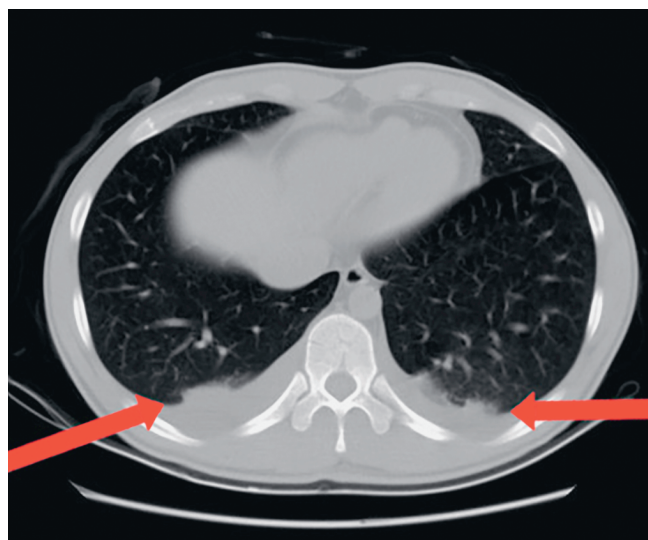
Компьютерная томография органов грудной клетки от 08.09. Стрелки указывают на остаточные патологические изменения
